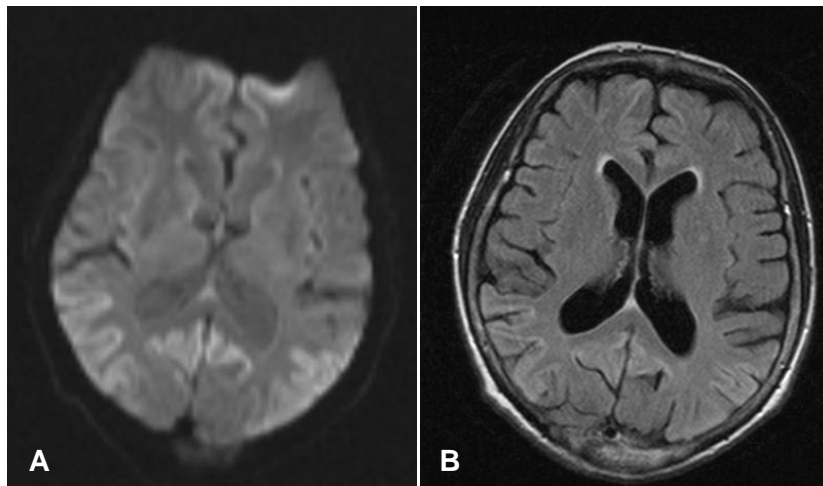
cMRT von Patient 2 mit V203G-Mutation (A) DWI; Hyperintensitäten im temporalen Kortex beidseits. (B) FLAIR; kortikale Hyperintensitäten temporal beidseits. (Schelzke *et al.* 2013)
